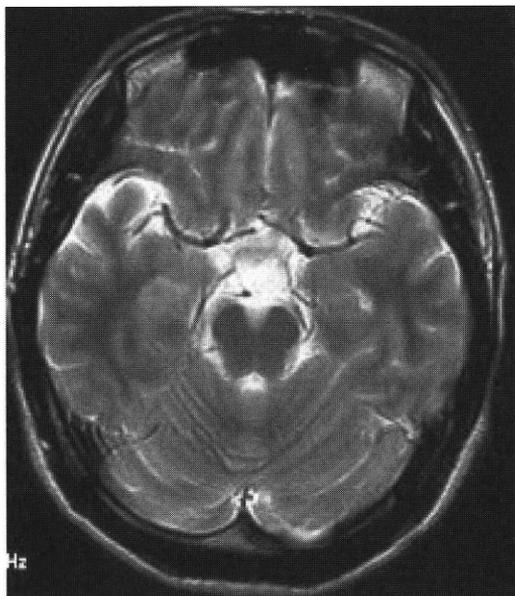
症例4の頭部MRI所見：前頭洞が大きい。
